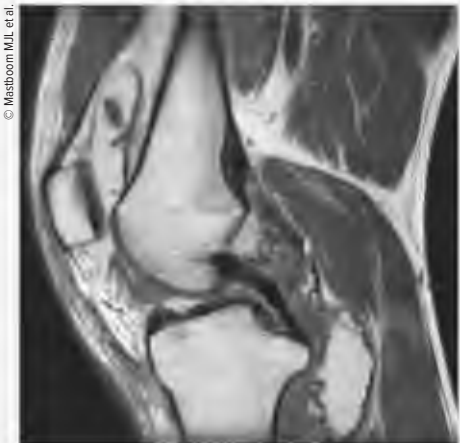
Typisches MRT-Bild eines D-TGCT im Knie
